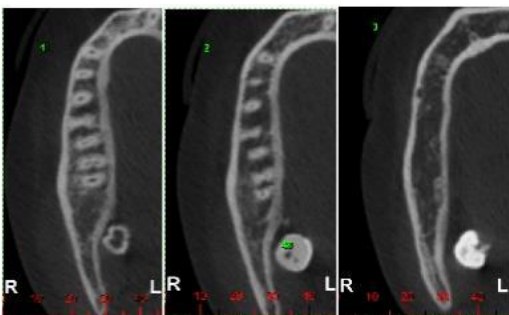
Tomografia computadorizada cone beam (cortes axiais). Pode-se notar que a unidade 48 foi deslocada para o lado lingual do seu local de origem.
